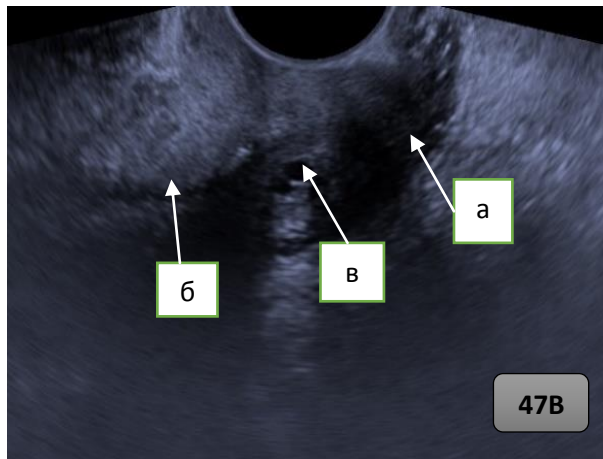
Рисунок 47В. — Ультразвуковая томограмма анатомически восстановленной шейки матки пациентки Б. через 6 месяцев после окончания лечения: а) шейки матки; б) цервикальный канал; в) тонкостенная киста в эндоцервиксе.
